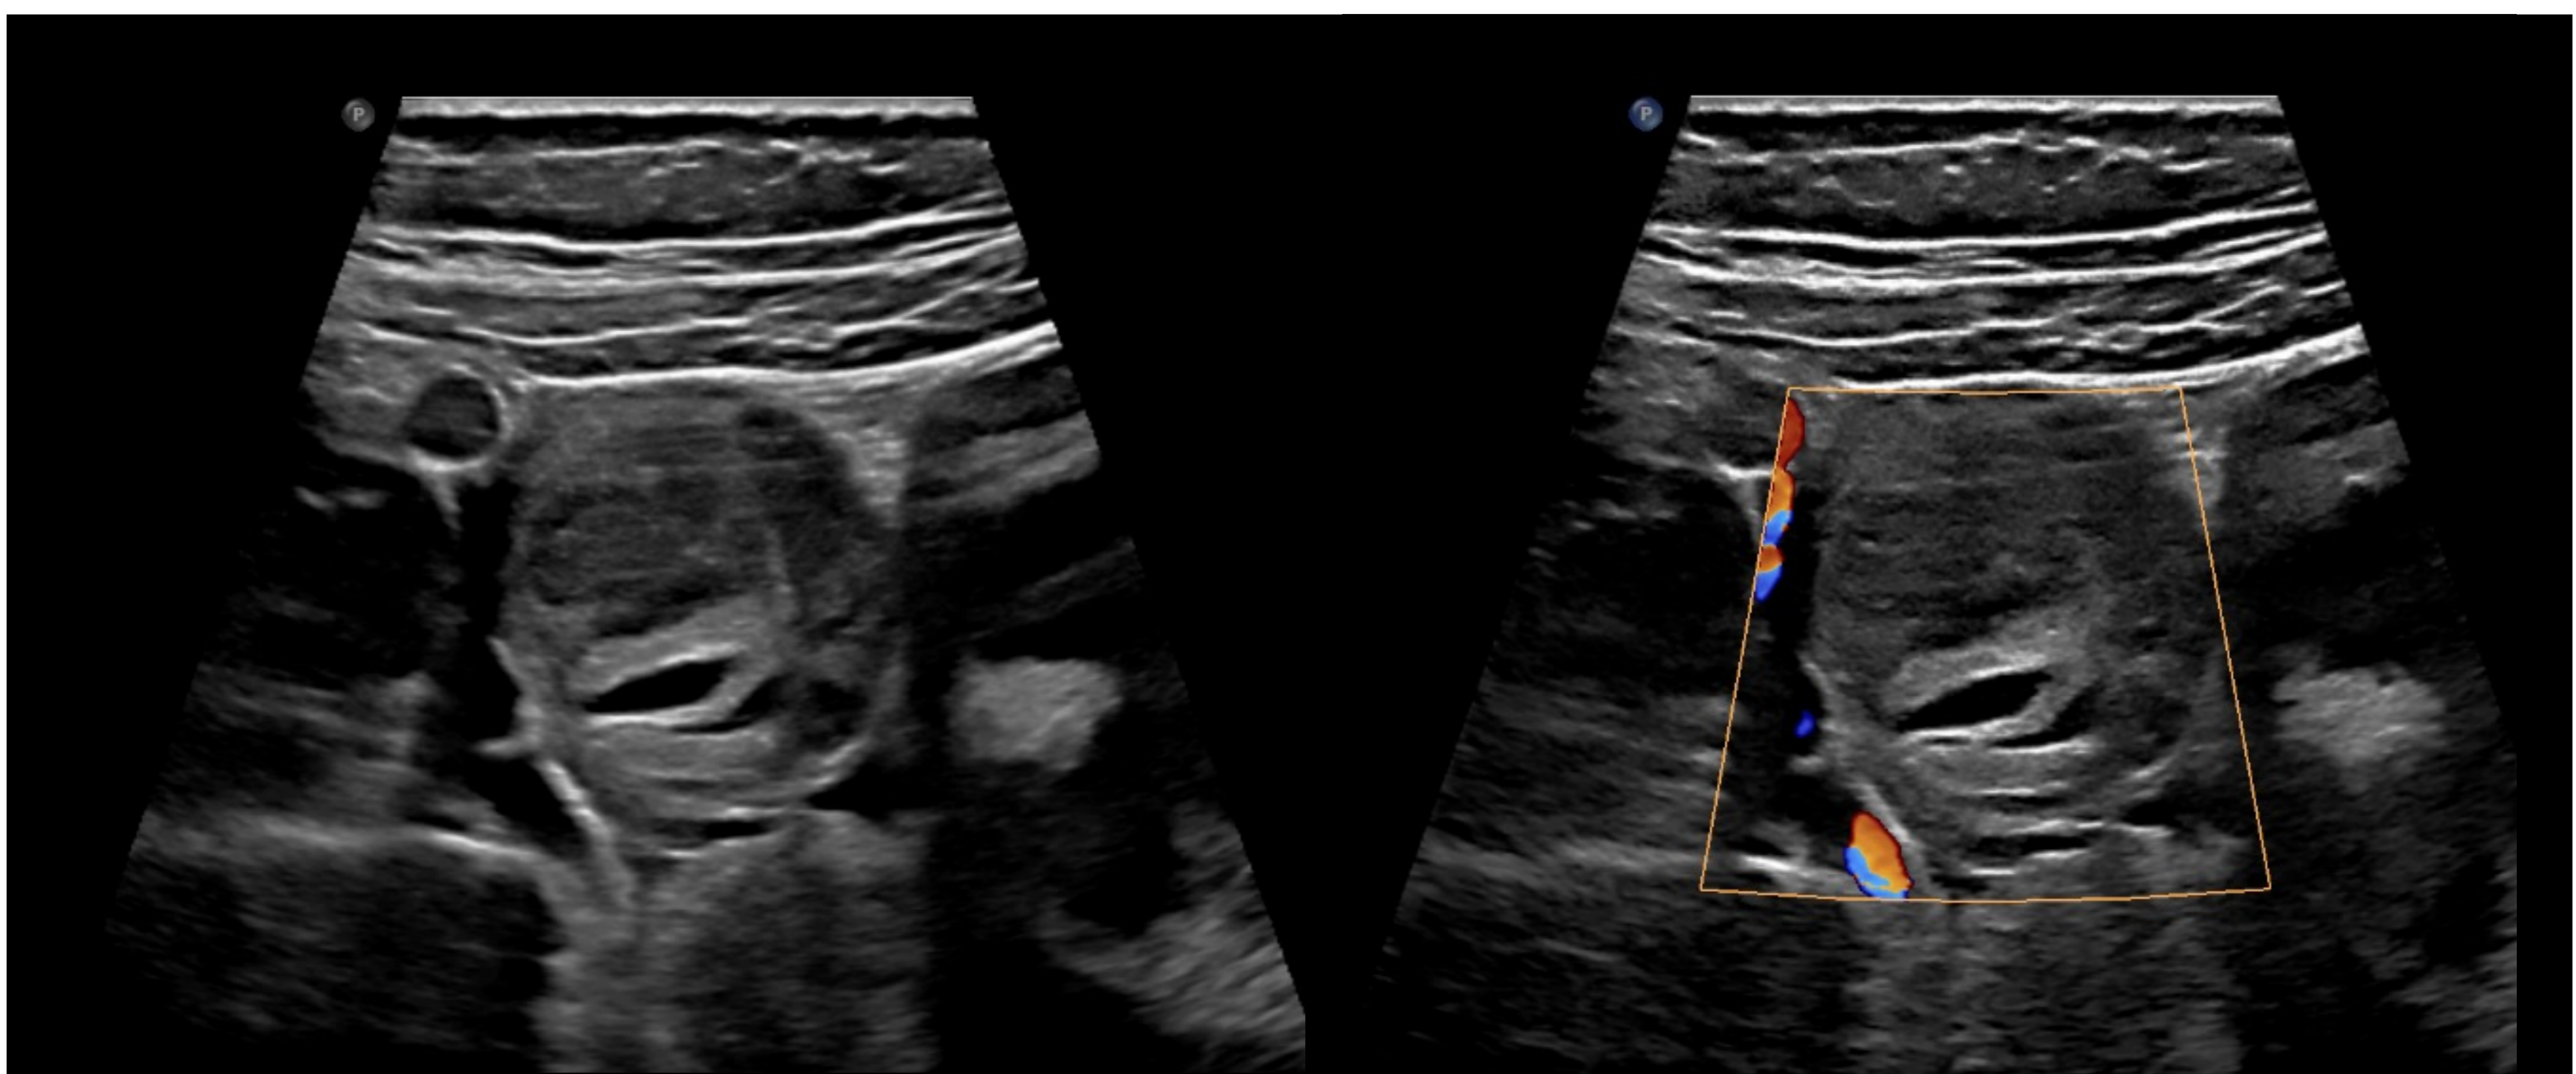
Quiste hemorrágico. Mujer de 17 años con dolor en FID y sospecha de apendicitis. Lesión anexial derecha isoecogénica con presencia de septos gruesos ecogénicos y ausencia de señal Doppler de la lesión.
